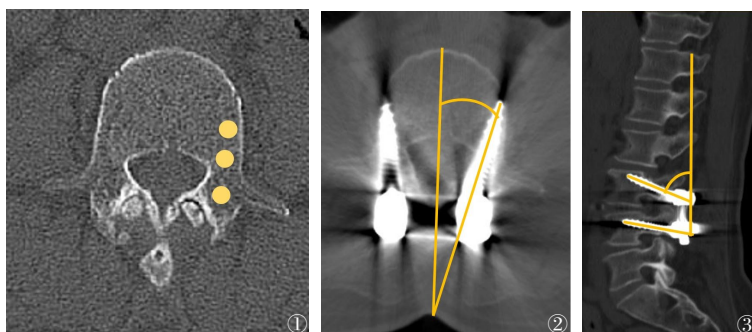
~3 CBT螺钉测量参数。图1 腰椎CT轴位测量三处螺钉经过区域的Hu值;图2 螺钉外展角测量;图3 螺钉矢状位角度测量
